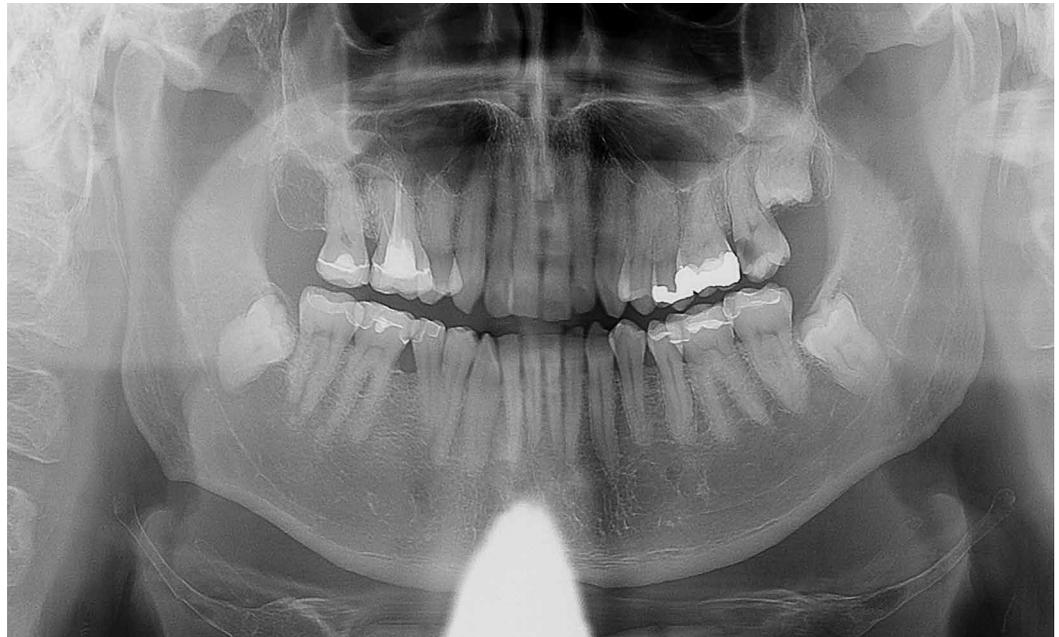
Orthopantomogramm
